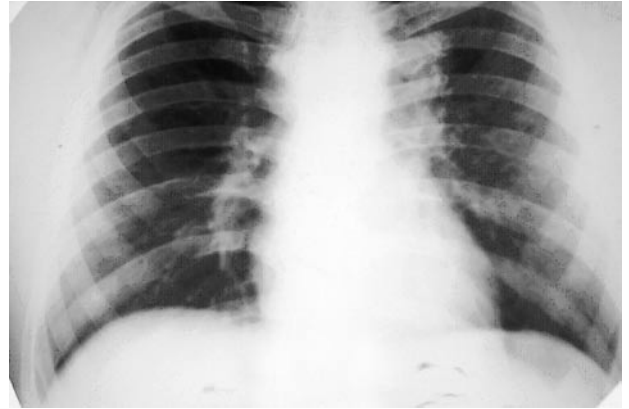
Рентгенограмма органов грудной полости (до лечения)
